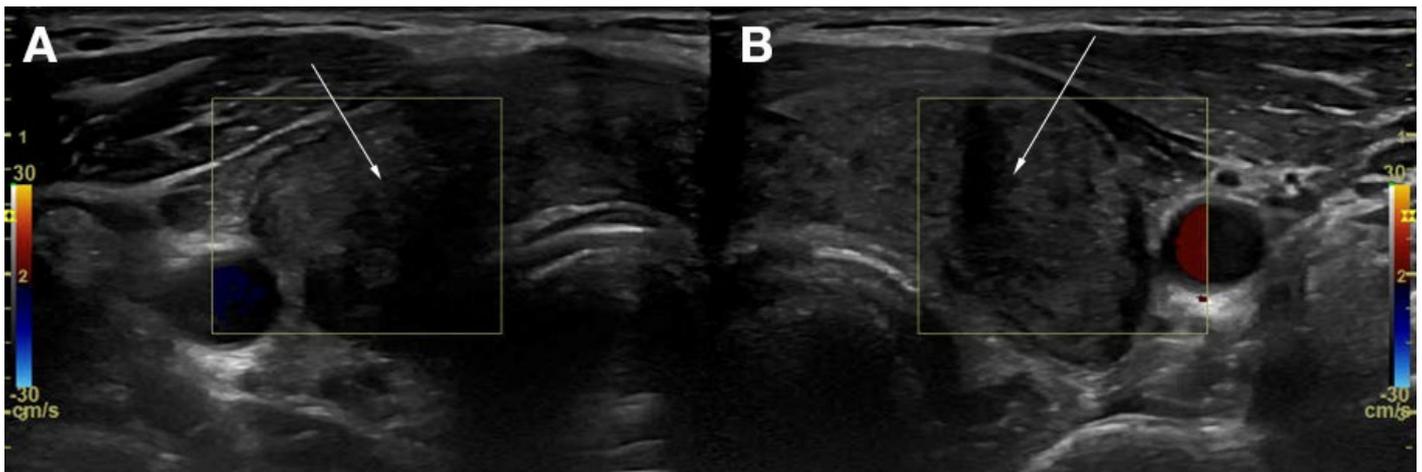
Sonographie der Schilddrüse. Diffuses hypoechogenes Areal jeweils im rechten (A) und linken Lappen (B).
